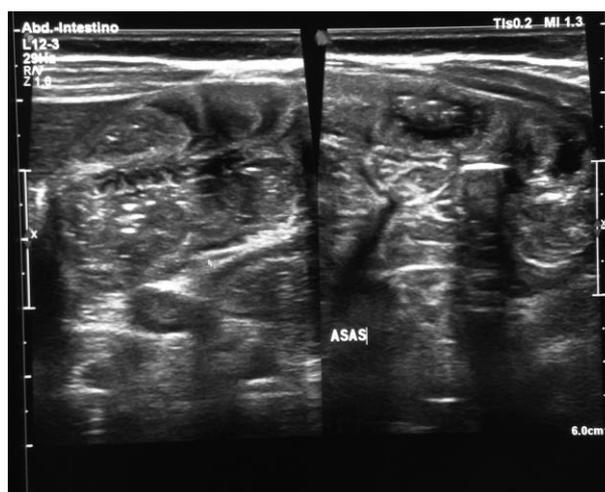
Ecografía abdominal: Asas intestinales de aspecto normal
